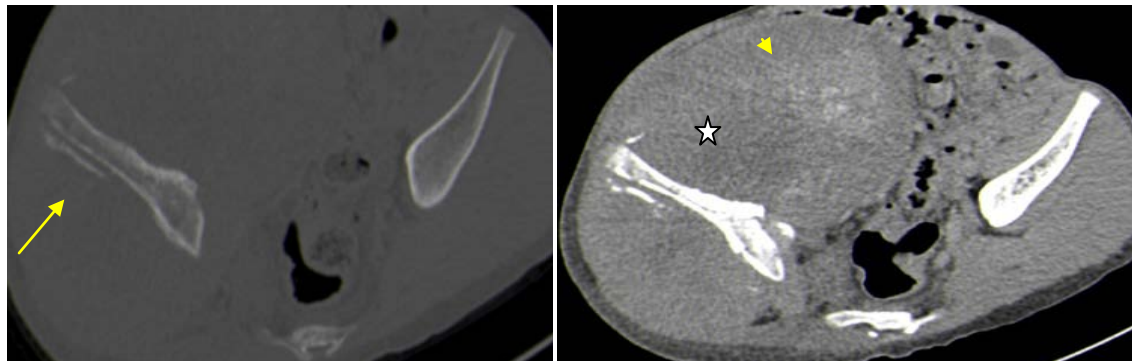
TDM du bassin en fenêtre parenchymateuse sans injection de PDC et osseuse en coupes axiales : sarcome d'Ewing de l'os iliaque droit chez un garçon de 16 ans : on note l'aspect lytique pure (flèche) de l'aile iliaque droite avec volumineuse masse (étoile) en regard siégeant de zones spontanément hyperdenses en rapport avec des calcifications (tête de flèche).
